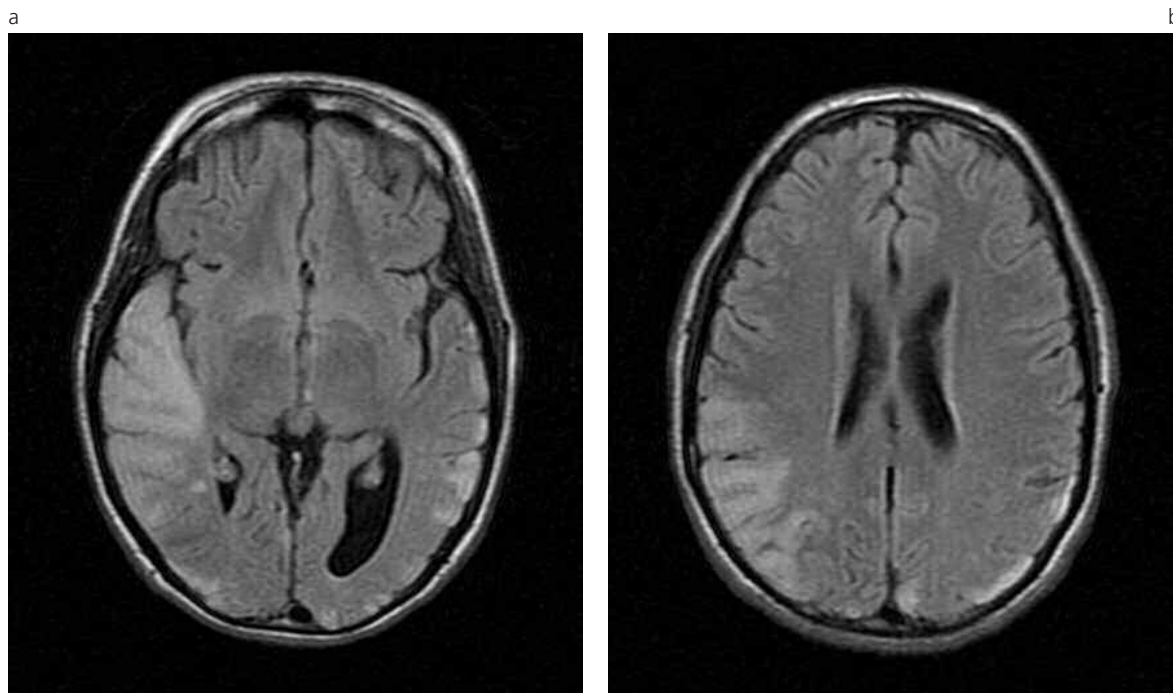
(a, b). RM cerebro sin contraste, cortes axiales secuencias FLAIR. Hiperintensidad córtico-subcortical temporo-occipital.
